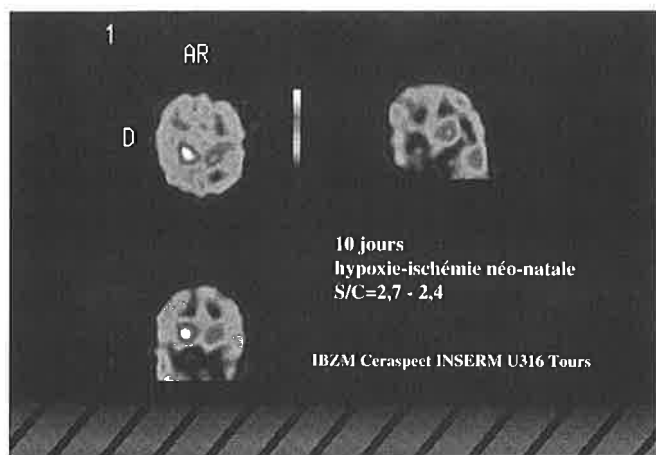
Tomoscintigraphies SPECT, réalisées avec le $[^{123}\text{I}]\text{IBZM}$, du cerveau d'un enfant de 10 jours qui a souffert d'une hypoxie-ischémie néonatale.
